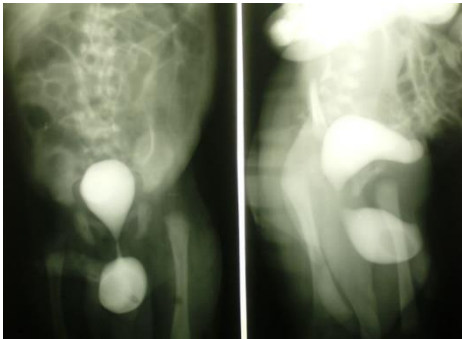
Рентгенограмма больного С, 1 год 3 мес. Дивертикул простатического отдела уретры размерами 2,0*1,7 см. с нарушением уродинамики обструктивного типа
